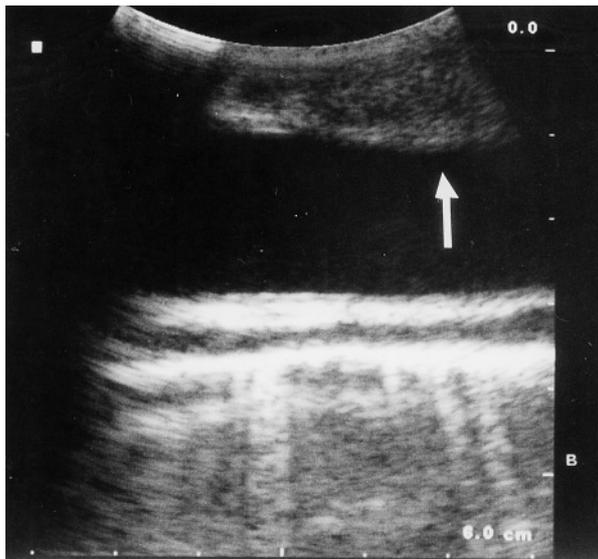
Thorakoskopisch-sonographische Darstellung der Aorta thoracica längs, Aufhebung der Gefäßwandschichtung durch Tumorinfiltration (→)
